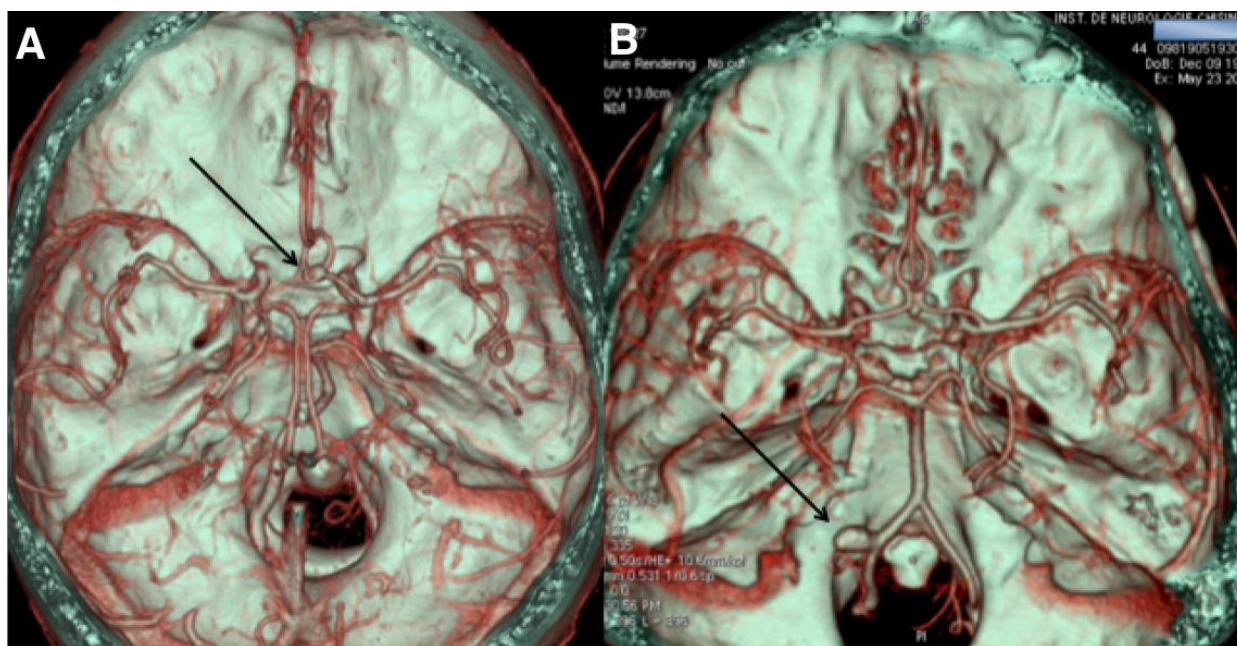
Angiografie prin Computer Tomografie. Anevrisim al poligonului Willis și extra-Willis. A – bărbat, 45 de ani, anevrisim al poligonului arterial Willis: anevrisim mic al arterei comunicante anterioare (săgeata), hipoplazia segmentului A1 al arterei cerebrale anterioare pe stânga. B – bărbat, 44 de ani, anevrisim arterial cerebral extra-Willis: anevrisim mic al arterei vertebrale pe stânga (săgeata).
